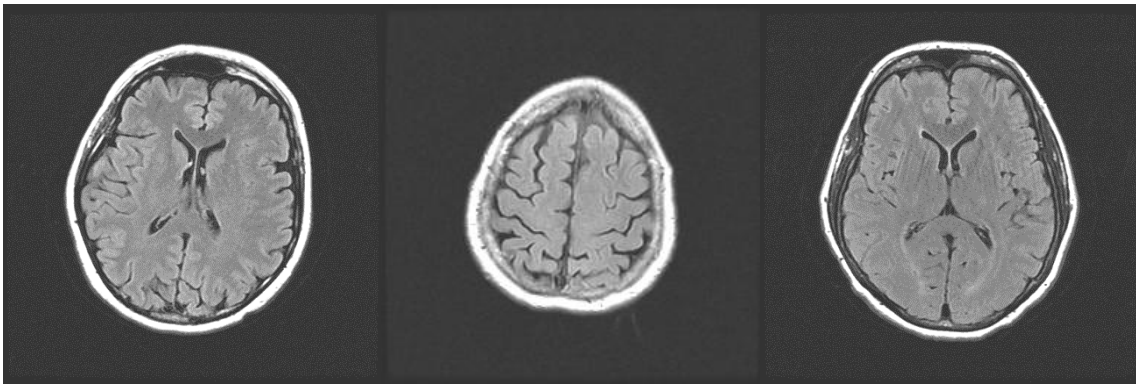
МРТ головного мозга пациента с хронической ишемией головного мозга без эпилептических припадков (по шкале ARWMC – 5 баллов)
